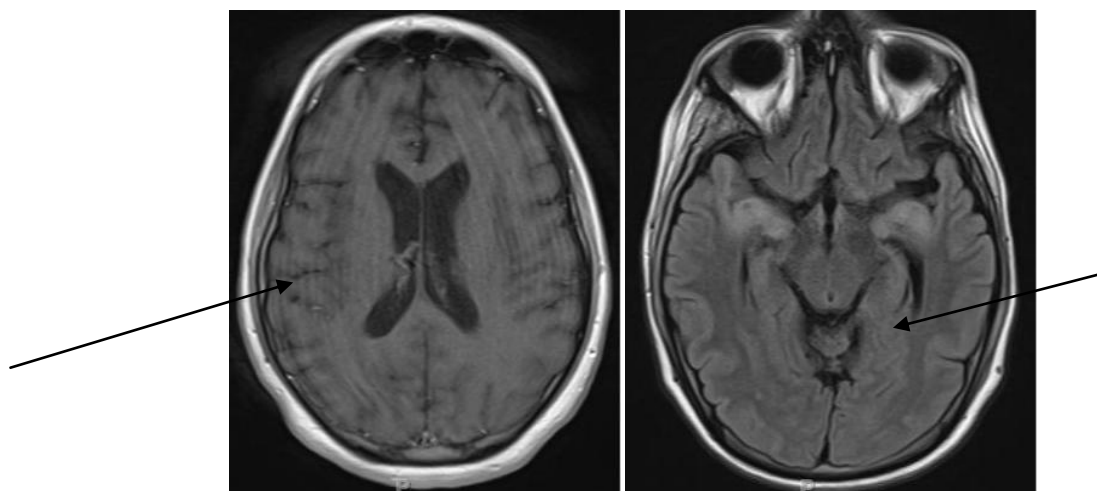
МРТ - картина поражения головного мозга вирусом простого герпеса
